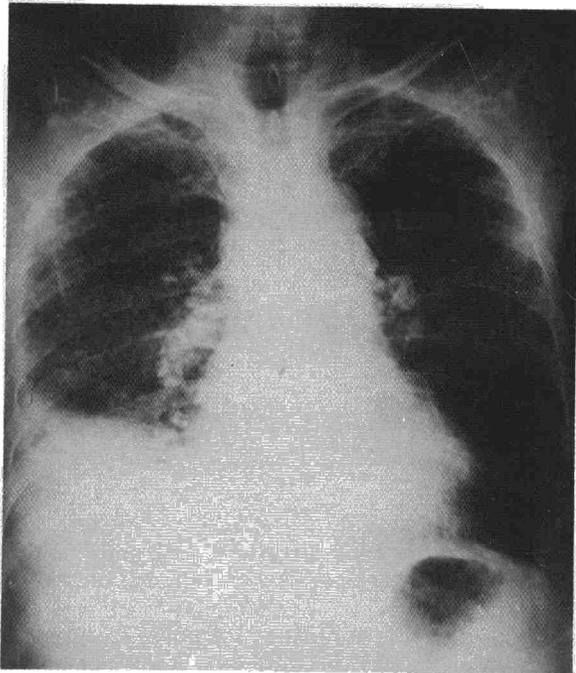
Radiografía de tórax: patrón reticulonodular bilateral, adenopatías hiliares y paratraqueales bilaterales en «cáscara de huevo» y derrame pleural derecho.
